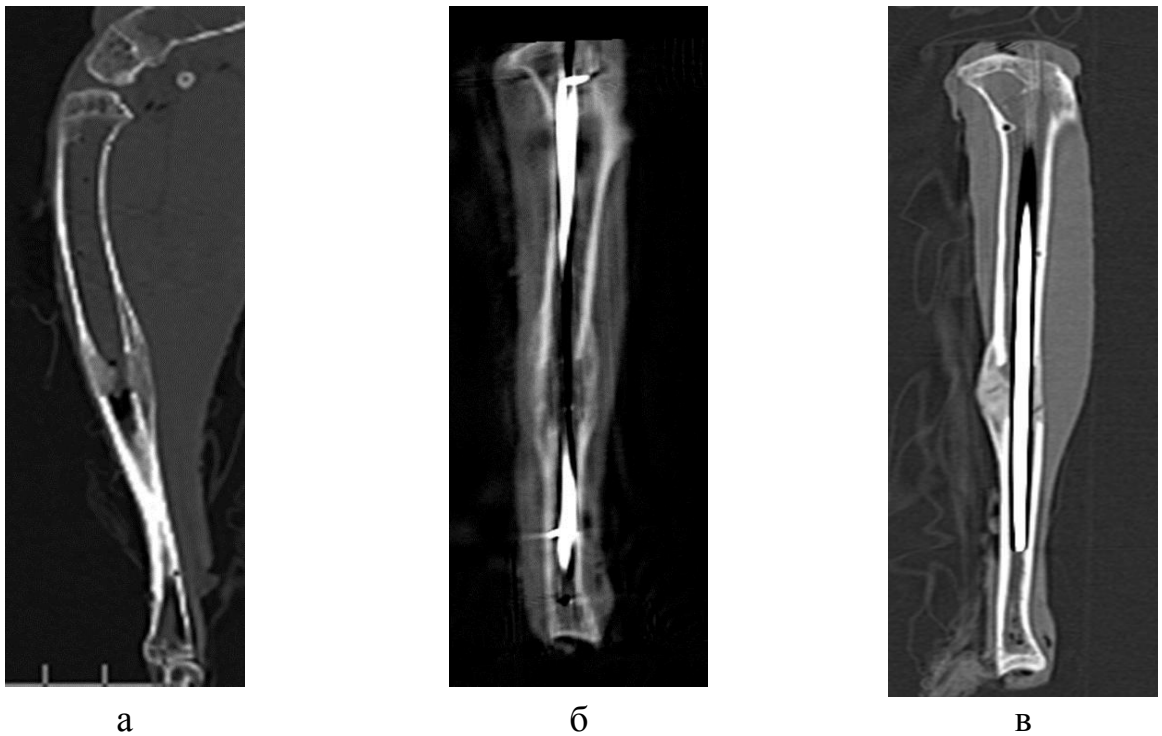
КТ 30 суток фиксации: а – контрольный регенерат, б – модель №1, в – модель №2.
